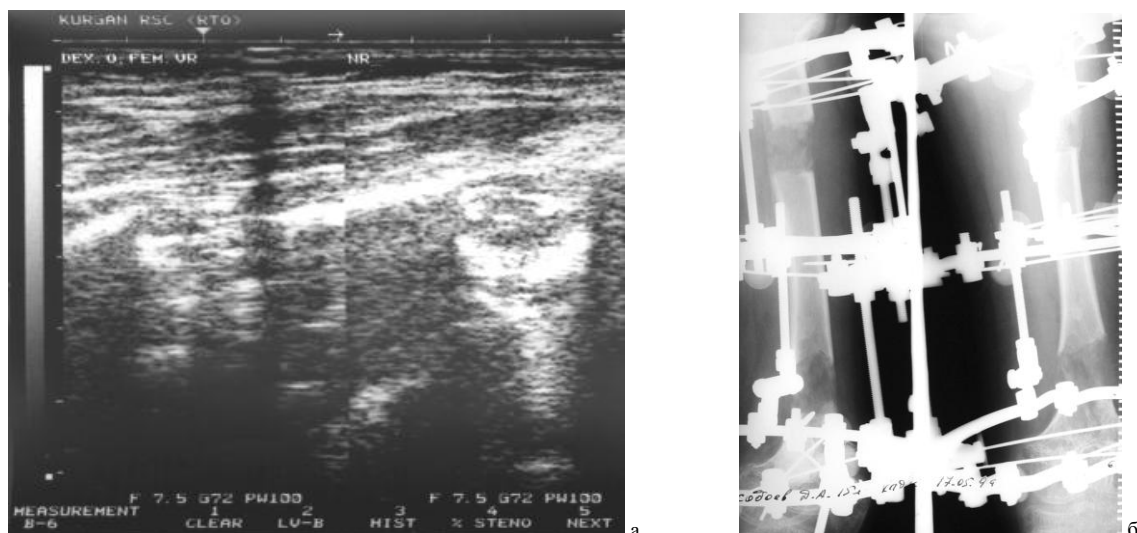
а) сонограммы верхнего и нижнего регенератов (период distraction 30 дней); б) рентгенограммы регенератов, 30 дней distraction.
